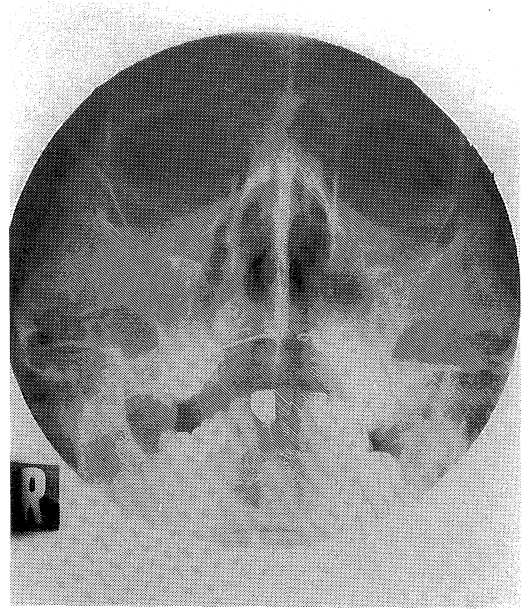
Sinus roentgenogram.
